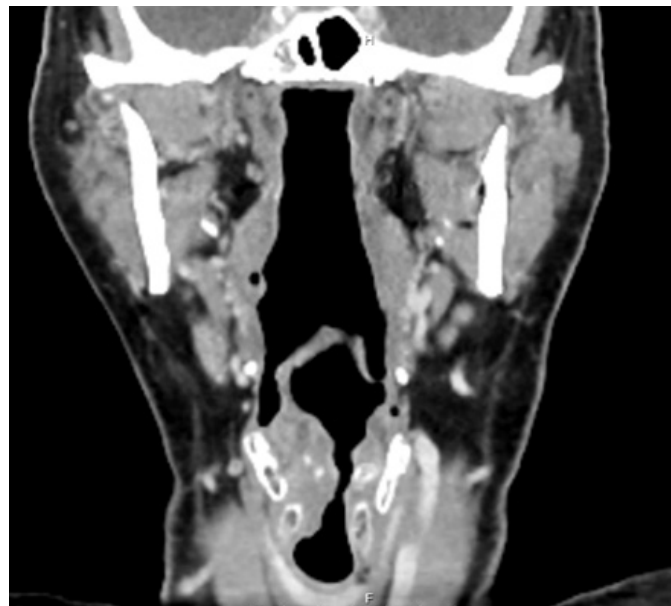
Tomografía computarizada corte coronal de cuello.
